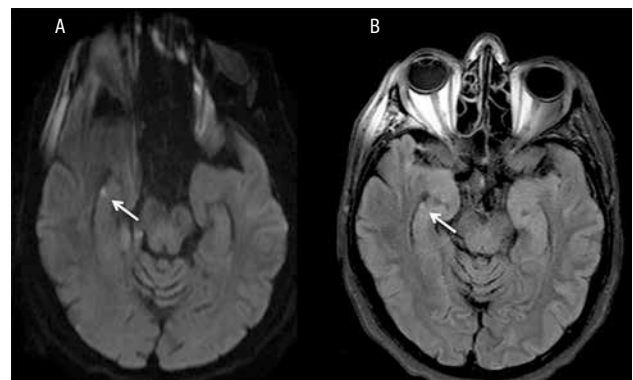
Exame de RM: (A) imagem de hiperintensidade em DWI com restrição à difusão (seta); (B) imagem de hiperintensidade em FLAIR (seta).
